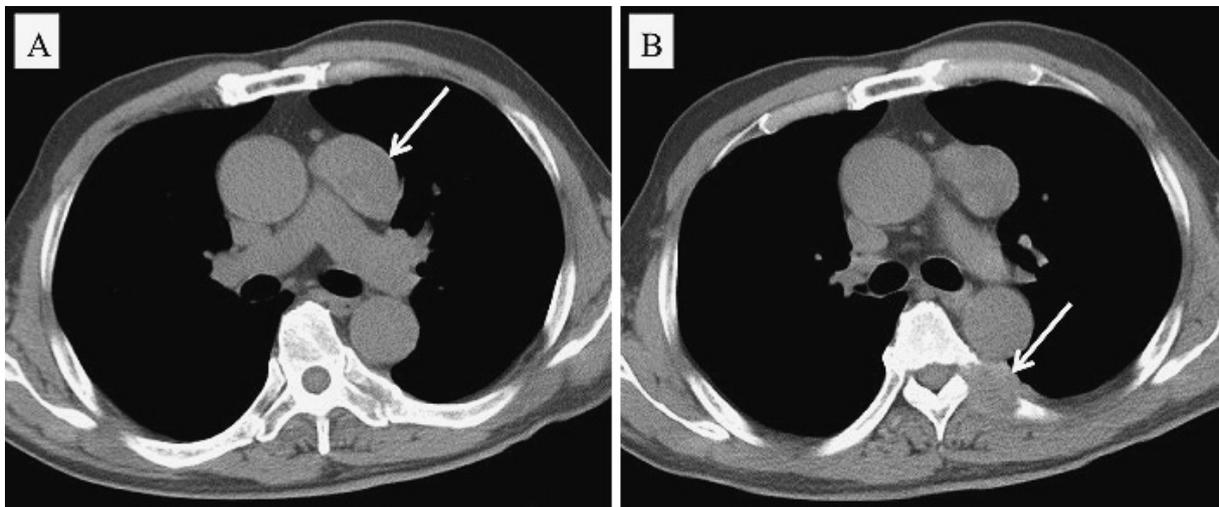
Chest CT shows a mass in the anterior mediastinum (arrow) (A) and a tumor shadow of the left 6th rib (arrow) (B).
